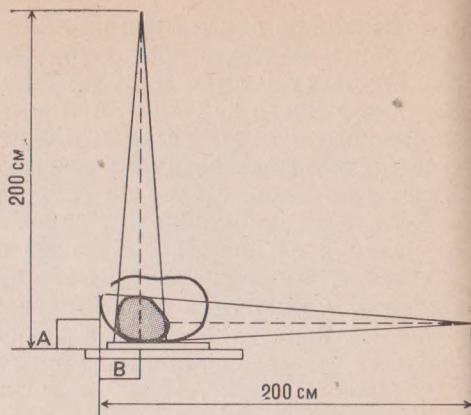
Техника регистрации рентгенограмм сердца во фронтальной и сагиттальной проекциях, показанных на рис. 29 и 30. При обследовании взрослых людей расстояния, обозначенные  $A$  и  $B$ , равны соответственно 10 и 20 см
